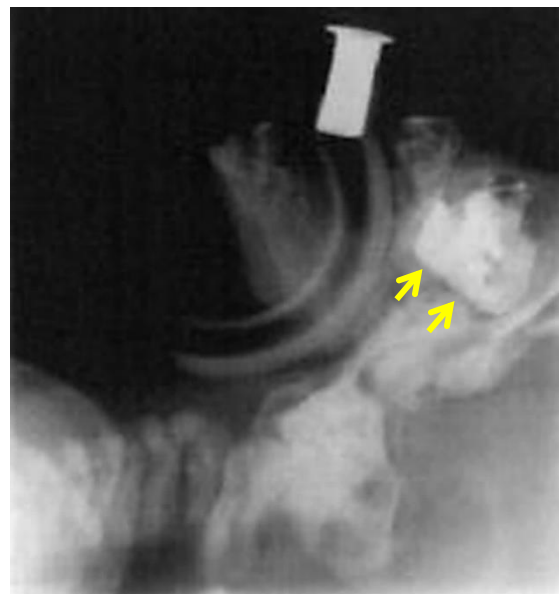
Radiographie latérale après instillation nasale d'un produit de contraste radio-opaque mettant en évidence une rétention nasale postérieure (flèches jaunes). A noter : présence d'une canule de Guédel pour maintenir une ventilation orale
